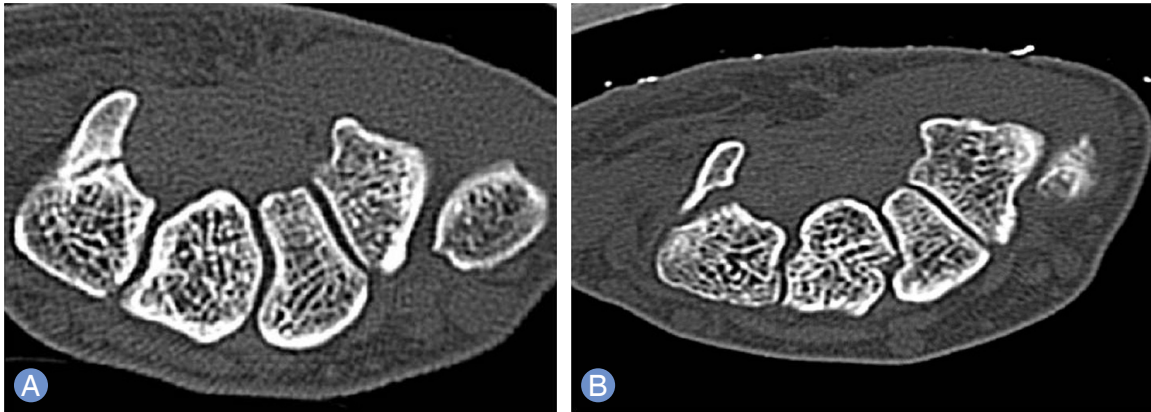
Comparative computed tomography scan images of (A). Hamate hook fracture only and (B). Hamate hook fracture with flexor tendon rupture. Note the gap of fracture completely in B.
